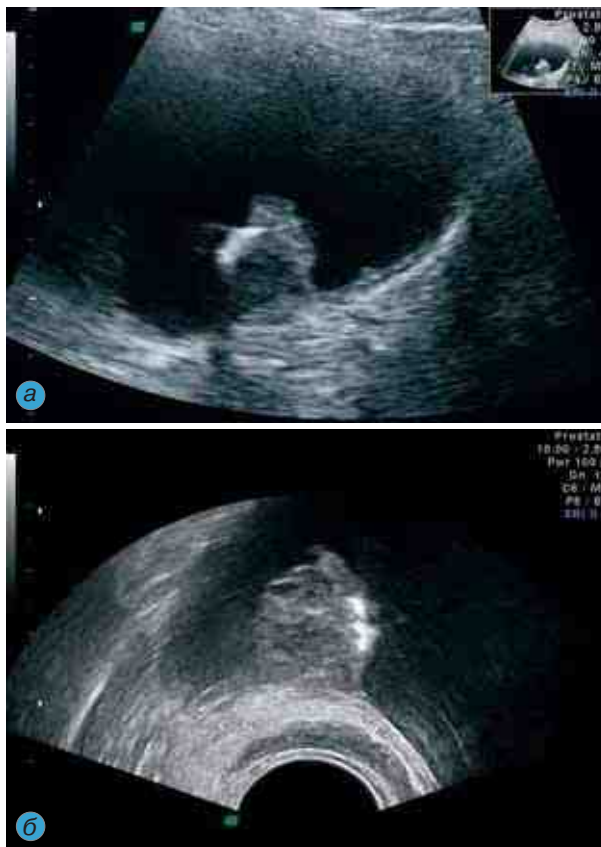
Опухоль мочевого пузыря: а — трансабдоминальное УЗИ; б — визуализация опухоли с помощью ТРУЗИ, более четкое изображение основания опухоли
